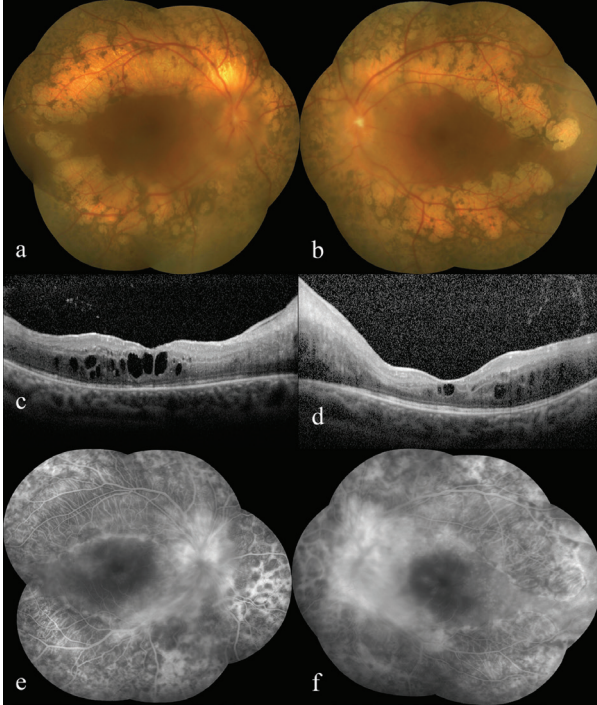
Olgu 2: Fundus fotoğrafında (a, b) santral atrofik çevre, hiperpigmente numuler lezyonlar, fundus otofloresan görüntüde (c, d) sağlıklı görünen retinal alandaki hiperotofloresan noktalar, optik koherens tomografi kesitlerindeki (e, f) parafoveal retinoskizis alanları, fundus floresein anjiyografi görüntüleri (g, h)
